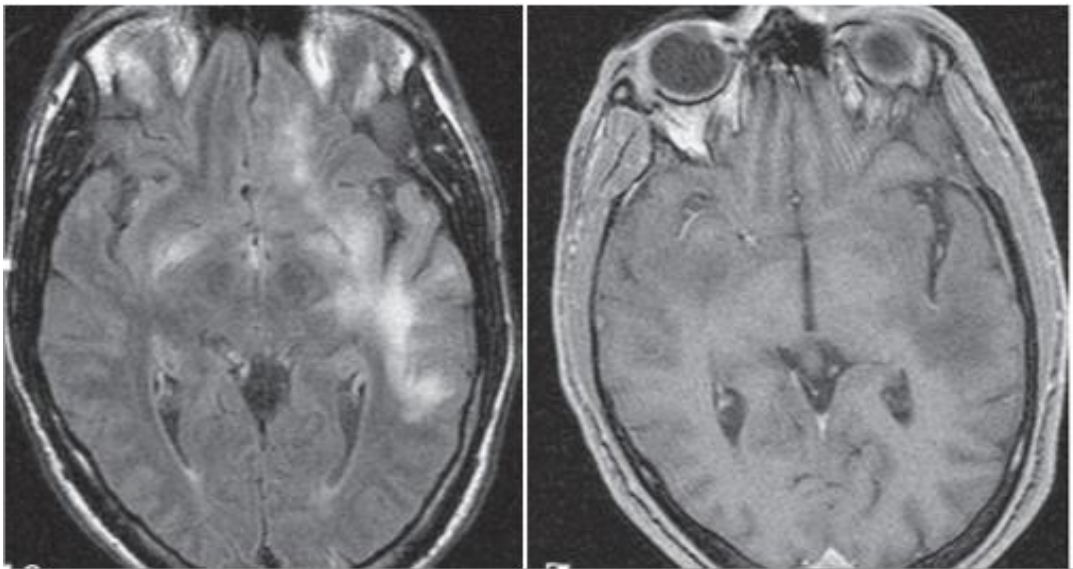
IRM cérébrale en coupes axiales en séquences pondérées FLAIR (à droite) objective une plage en hyper signal de la substance blanche sous corticale temporale gauche avec atteinte des fibres U non rehaussée après injection du gadolinium (à gauche) la recherche de virus John Cunningham par PCR dans le LCR était positive
